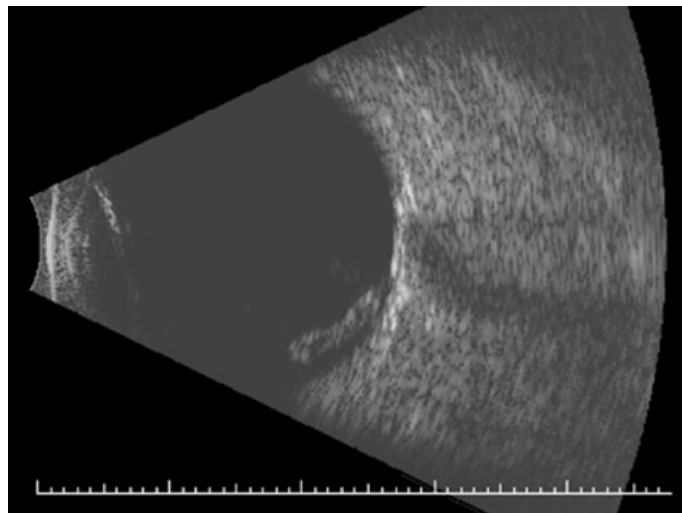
aspect échographique montrant la luxation postérieure du cristallin en inférieur [459]
